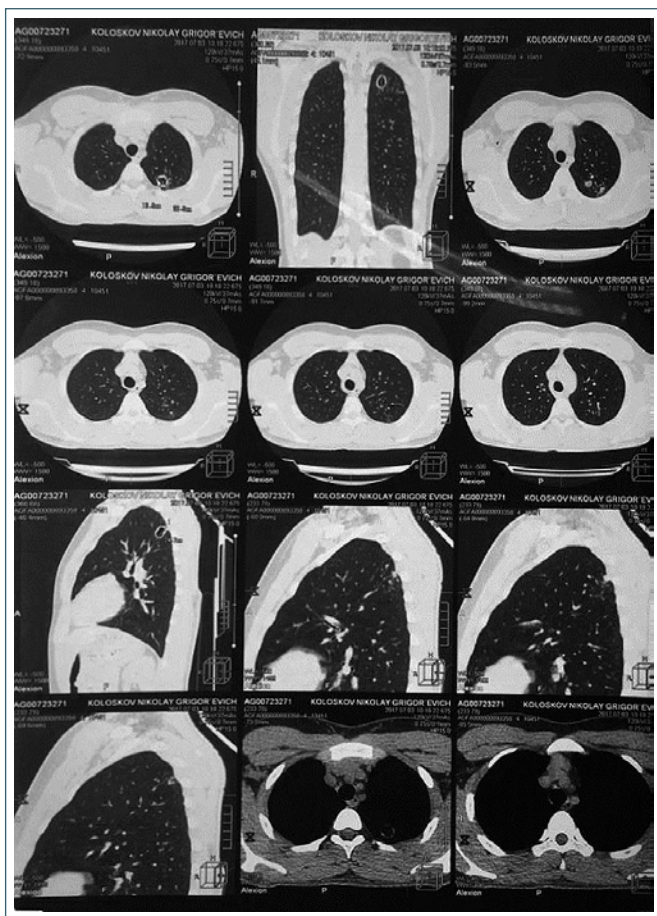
Сакитальный срез (легочное окно) КТ ОГК пациента Н. при поступлении в клинику
